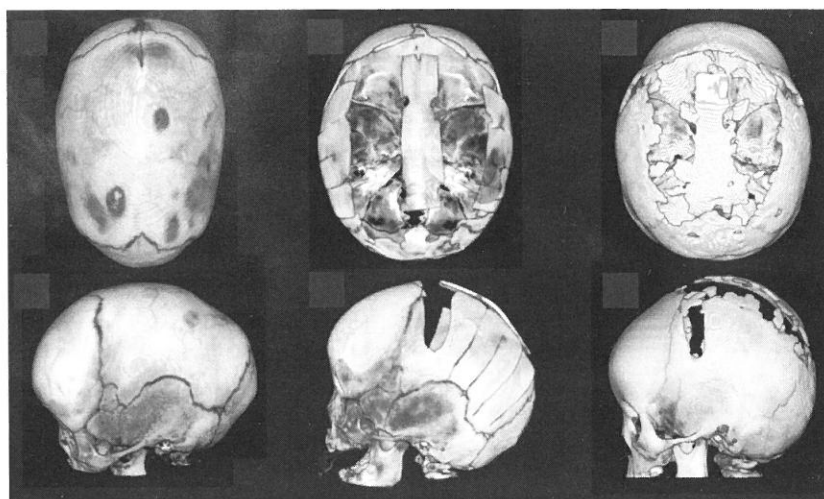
矢状縫合早期癒合症の3D-CT (上段は頭側から、下段は左側からのview)。
